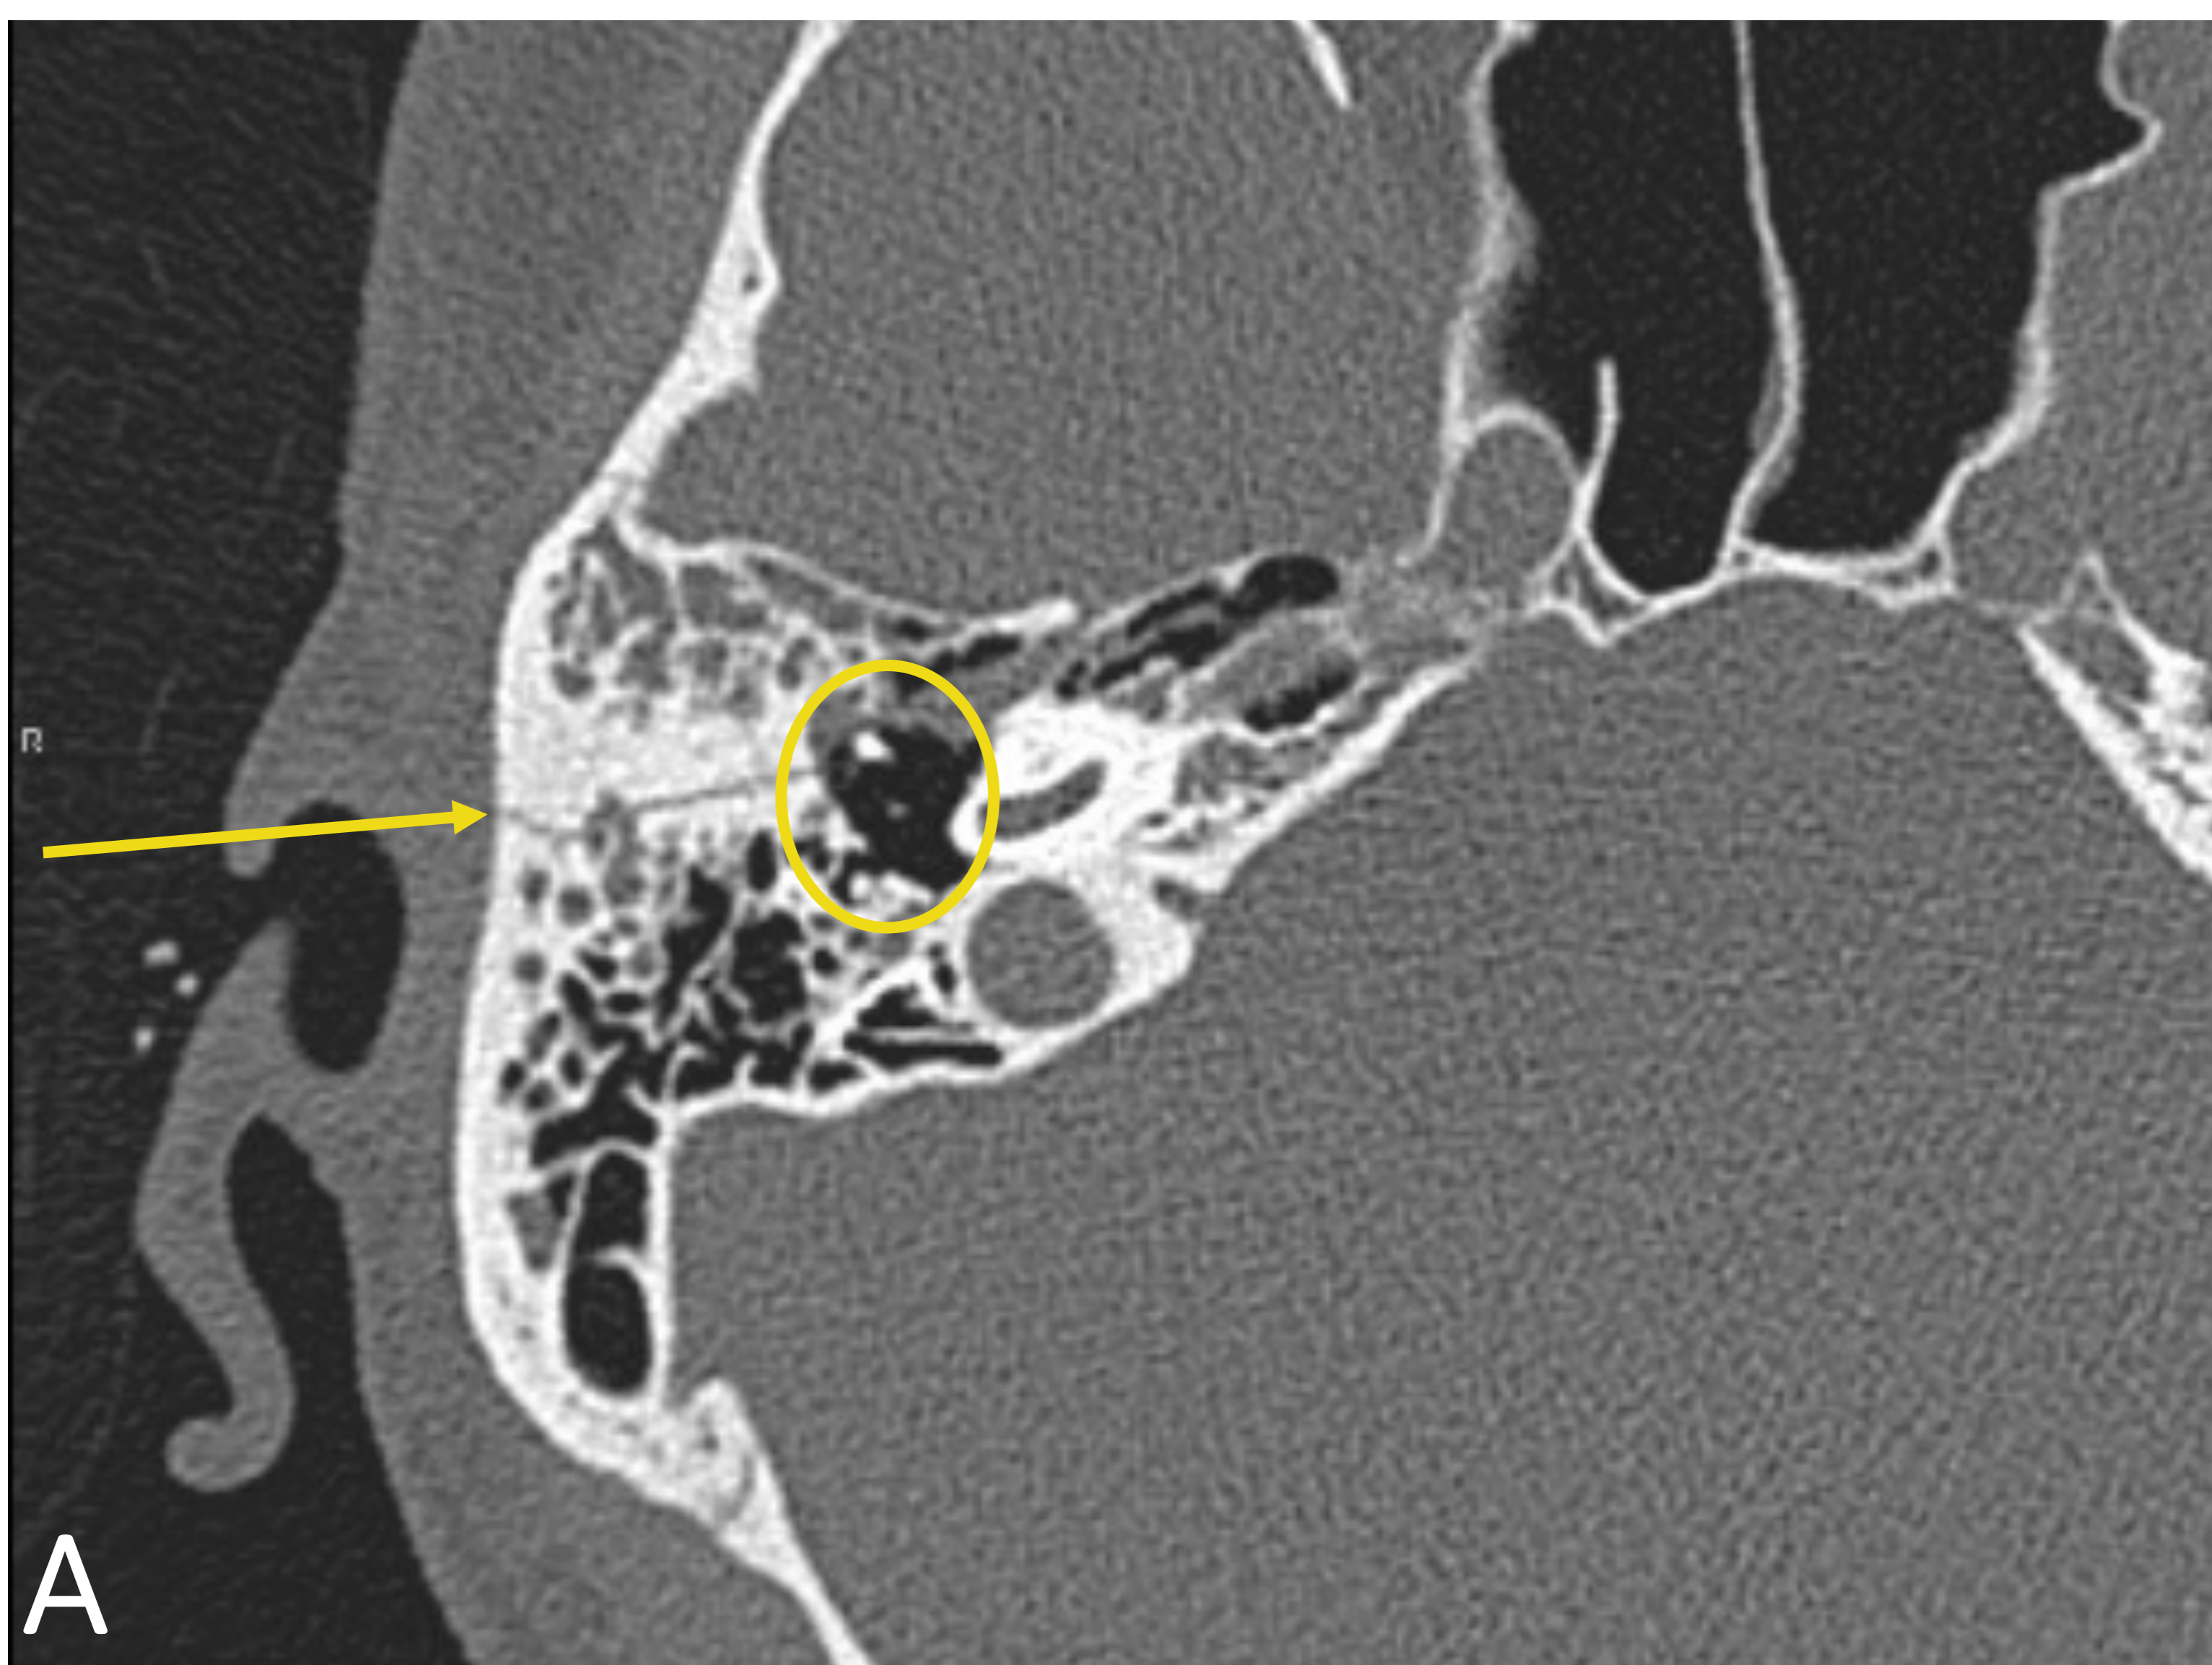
TC axial. Fractura longitudinal del temporal (flecha) con cápsula ótica conservada. La fractura alcanza la caja del tímpano y la cadena osicular con separación de articulación incudomaleolar (círculo)
